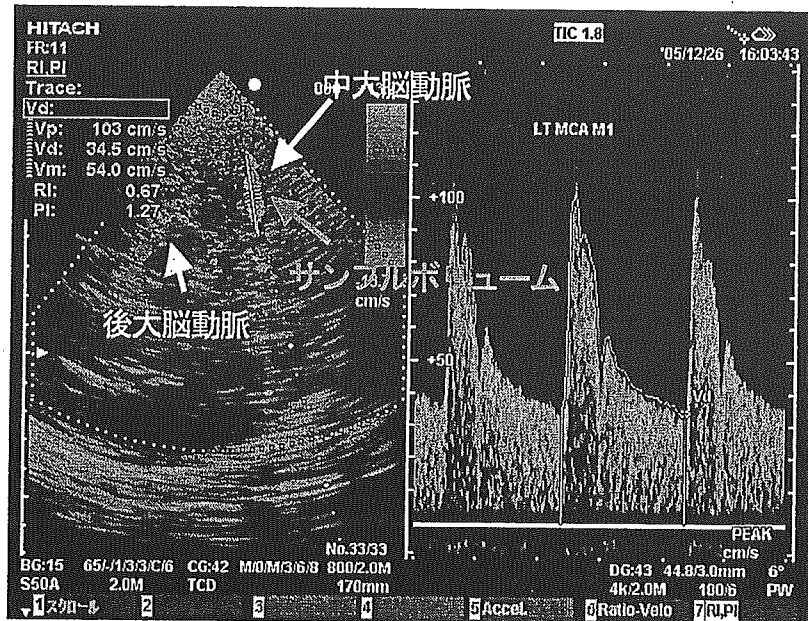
超音波カラー断層像（左）と中大脳動脈の血流速度波形（右）
